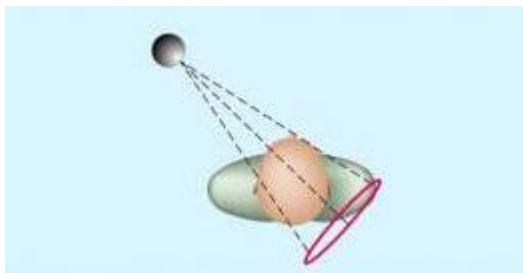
Digitaler Volumentomograph mit einem kegelförmigen Strahlenbündel [122]
